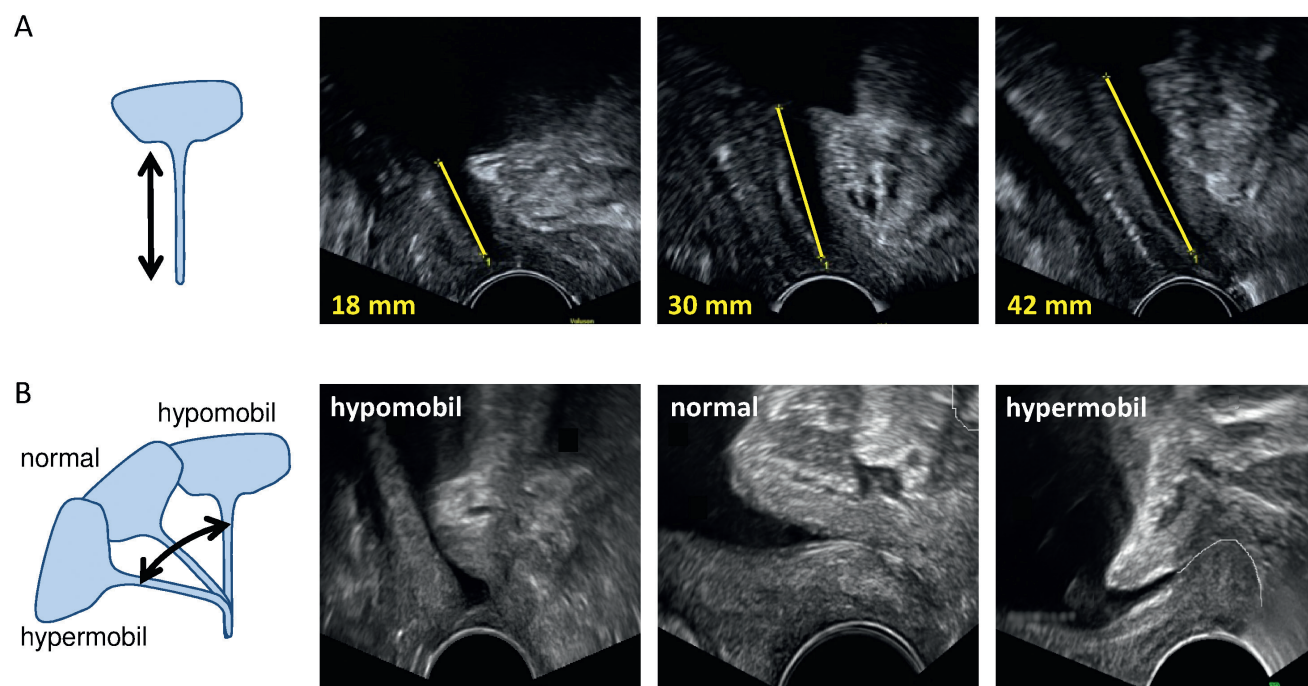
Präoperative Sonografie. Präoperative Bestimmung mit Pelvic-Floor-Sonografie. (A) Urethralänge vom Blasenhals bis Meatus urethrae: 18, 30 und 42 mm; (B) Urethramobilität beim Pressen: hypomobil, normale Mobilität, hypermobil.
